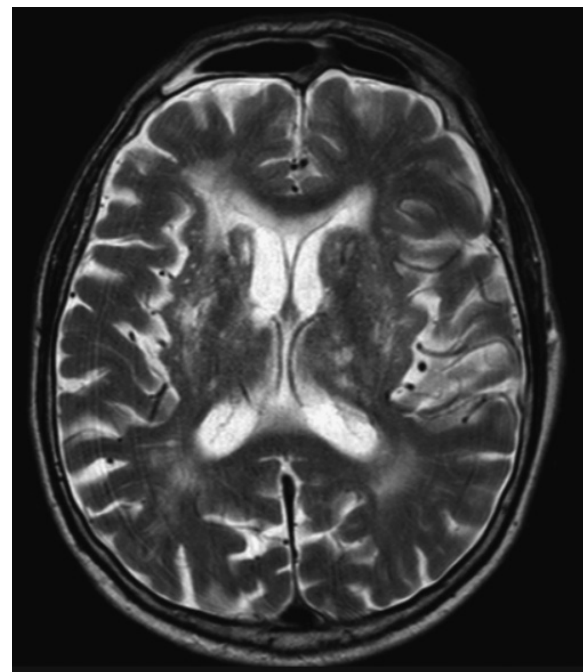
Пацієнт С., 68 років. T2-зважене аксіальне МРТ-зображення головного мозку. Fazekas 2—3
